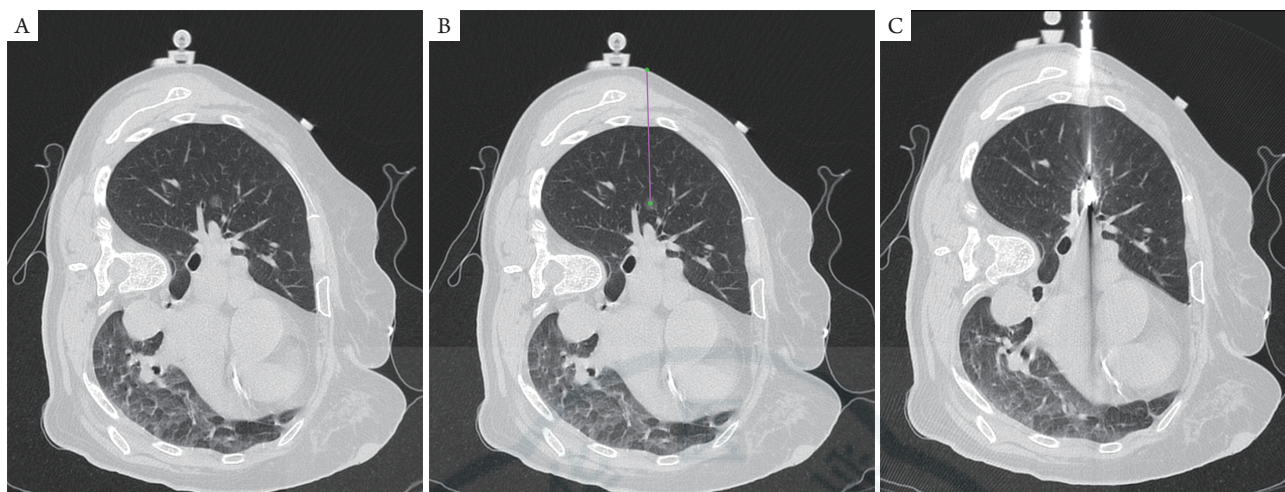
穿刺手术机器人辅助肺癌微波消融临床案例。女性患者，69岁，病灶位于右肺中叶肺门区（0.6 cm × 0.5 cm）：术前CT扫描（A）；穿刺手术机器人手术规划系统界面显示规划路径（B；紫色所示）；完成穿刺定位后CT扫描验证（C）
